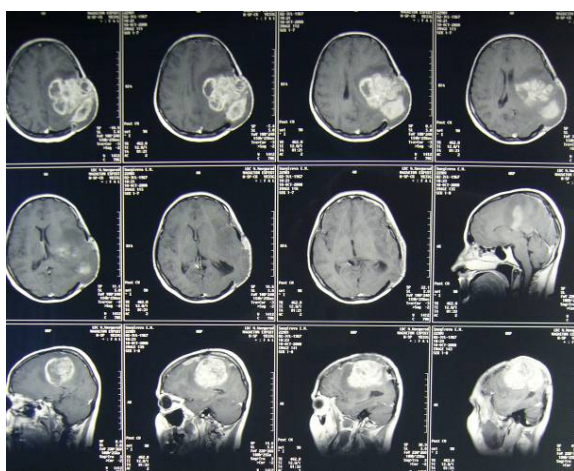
МРТ больного Ю. от 28.11.12. Рисунок 17. КТ больного Ю. от 29.11.12.
